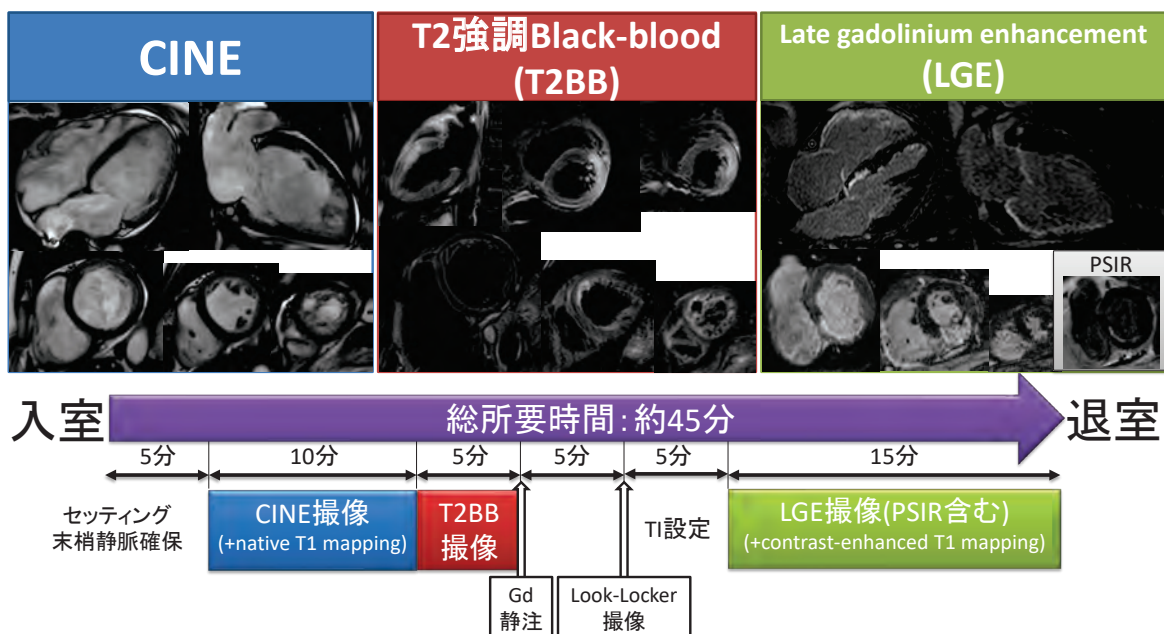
当院における心臓 MRI 検査のワークフロー
